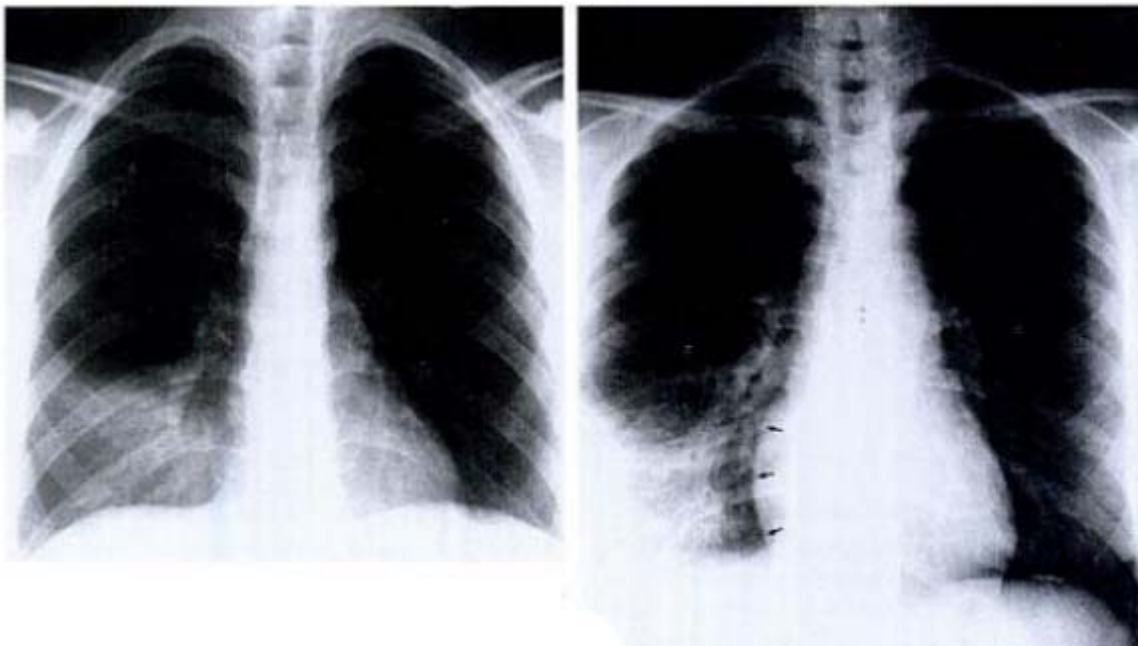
La primera radiografía, a la izquierda, muestra una opacidad (condensación) del lobo medio pulmonar con signo de la silueta (se pierde el borde derecho de la silueta cardiaca). En la segunda radiografía, a la derecha, se ve opacidad del lobo inferior, con borde fácilmente distinguible de la silueta cardíaca.
